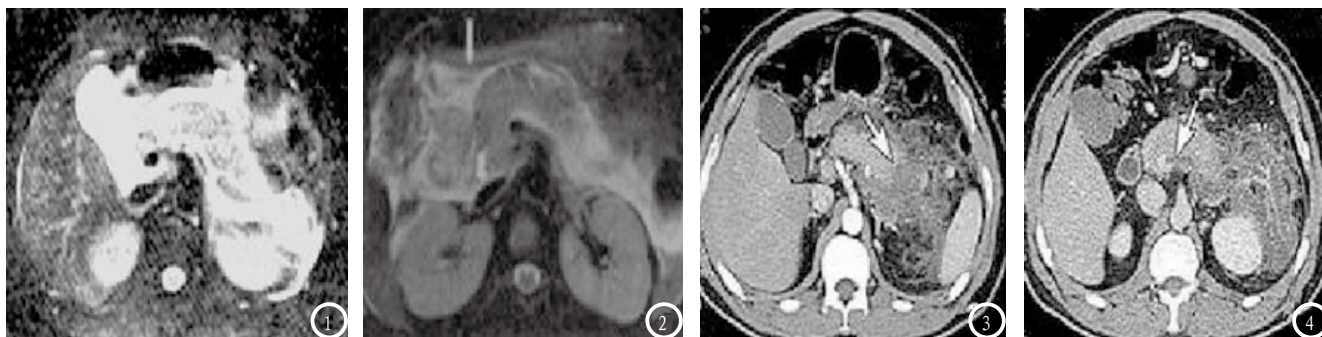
2为急性胰腺炎MRI图像：图1 T₂WI序列显示胰腺肿大，被膜增厚，存在积液；图2为T₂WI序列显示肾周被膜增厚，肾周间隙存在积液；图3-4为急性坏死型胰腺炎CT图像：图3为动脉期胰尾呈低强化，和强化胰体有明显分界；图4为门静脉期静脉内条状强化缺损。
